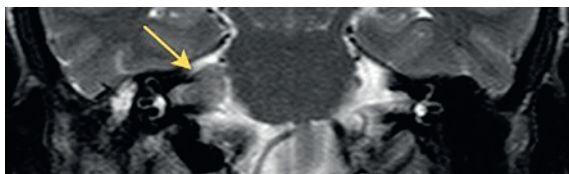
МРТ мостомозжечкового угла с контрастированием в T2 режиме, коронарная проекция, стрелкой указано образование
